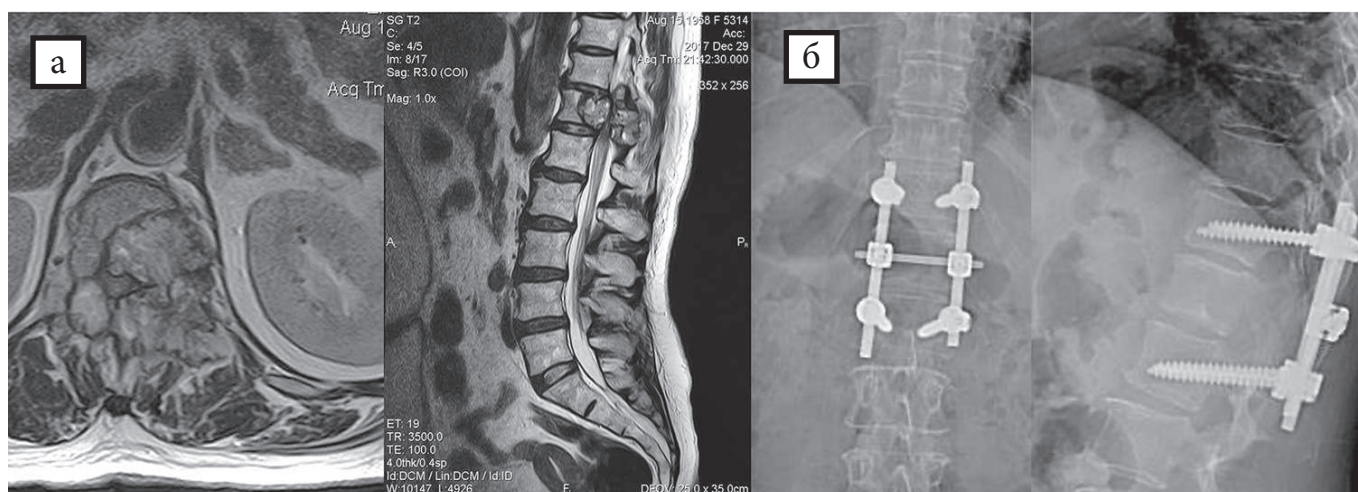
а — МРТ-граммы компрессии спинного мозга на фоне метастатического поражения Th12-позвонка; б — рентгенограмма после декомпрессивной ламинэктомии с задней стабилизацией
